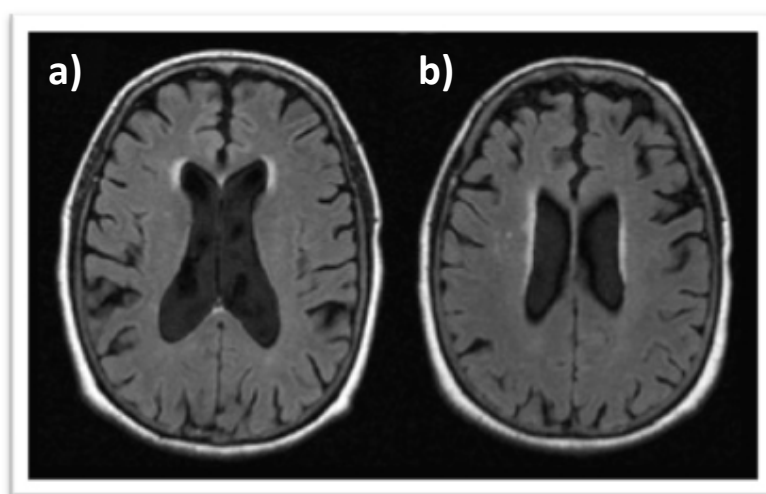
Cortes axiais, sequência ponderada em T2 Fast FLAIR – a) Focos de hiper-sinal realçando os contornos dos cornos ventriculares (*caps*); b) Focos de hiper-sinal dispostos em linhas paralelas ao limite lateral (*bands*).
